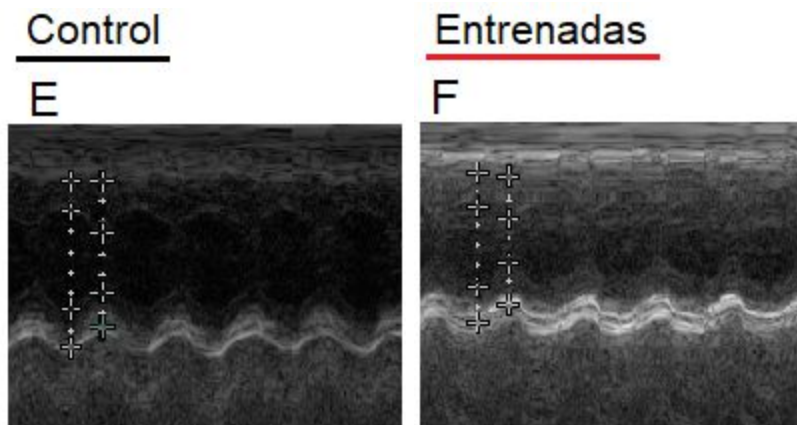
Parámetros morfológicos evaluados mediante ecocardiografía en ratas controles y en ratas entrenadas. En A es mostrado el diámetro telediastólico (diámetro ventricular en diástole, DTd); en B, el diámetro telesistólico (diámetro ventricular en sístole, DTs); en C, el grosor del tabique interventricular en sístole (TIVs) y en D, el grosor de la pared posterior del ventrículo izquierdo en sístole (PPVIs). En E y F se muestra una imagen representativa del modo M en controles y entrenadas respectivamente. Datos mostrados como media aritmética \pm error estándar. # $P < 0,1$.
